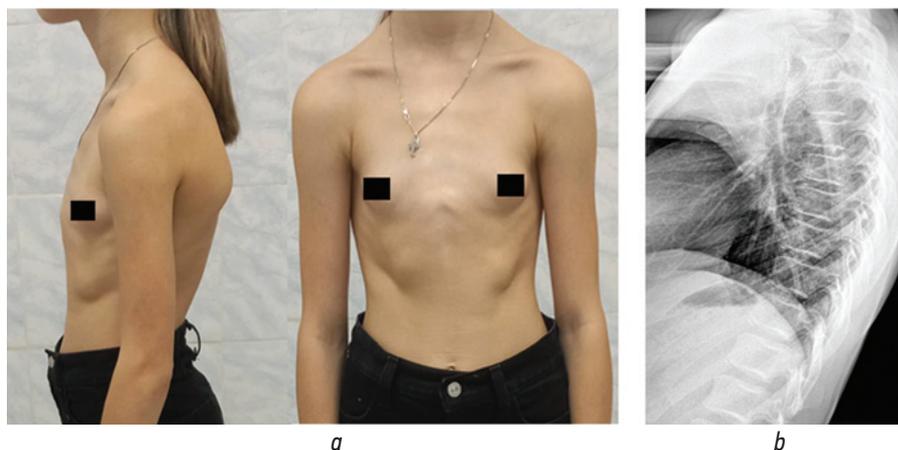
Внешний вид (а) и рентгенограммы (b) ребенка 12 лет с килевидной деформации грудной клетки, кифотической осанкой и крыловидным выстоянием лопаток. На рентгенограммах в боковой проекции признаки остеохондропатии, не отвечающие критериям болезни Шейермана – Мау (некроз апофизов, узурация замыкательных пластинок тел позвонков без их клиновидной деформации)
